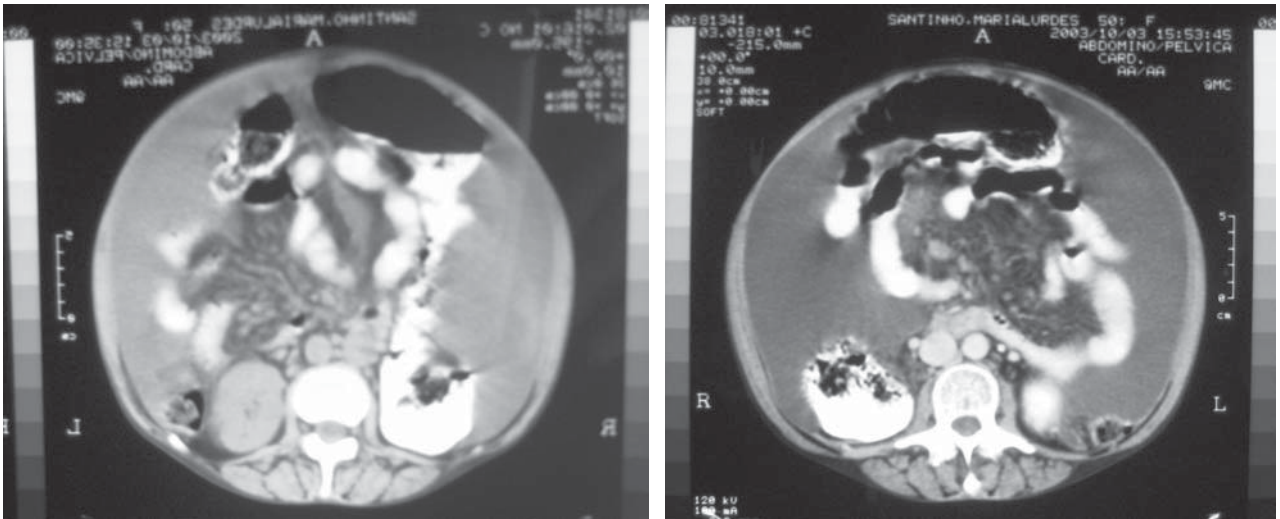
(A, B) – *Achados dos cortes axiais de Tomografia Computorizada: micronodulação do mesentério do intestino delgado (Tipo 3 da Classificação da Clínica Mayo), que se encontra espessado e com aumento da densidade do tecido adiposo, aspectos simulando carcinomatose.*
